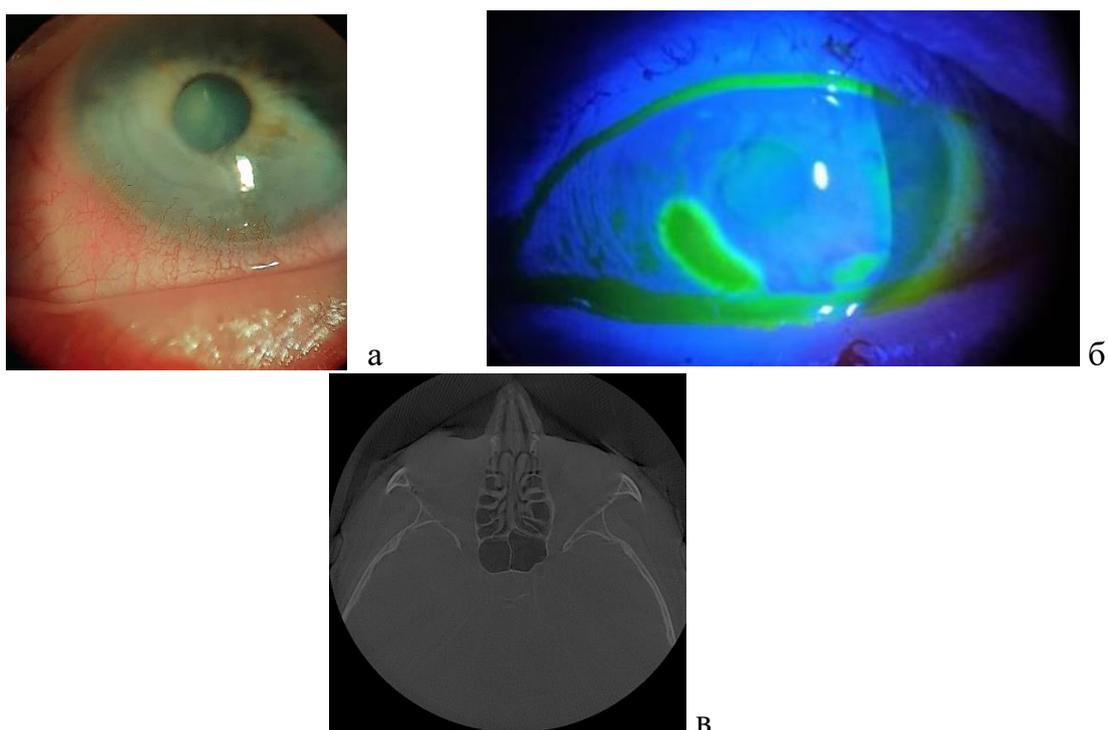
а – дугообразный язвенный дефект перилимбальной локализации, б – он же при окраске витальным красителем в синем свете, в – компьютерная томография этой же пациентки (фронтальный срез) – утолщение слизистой всех ячеек решетчатого лабиринта, жалоб со стороны ЛОР органов нет.
